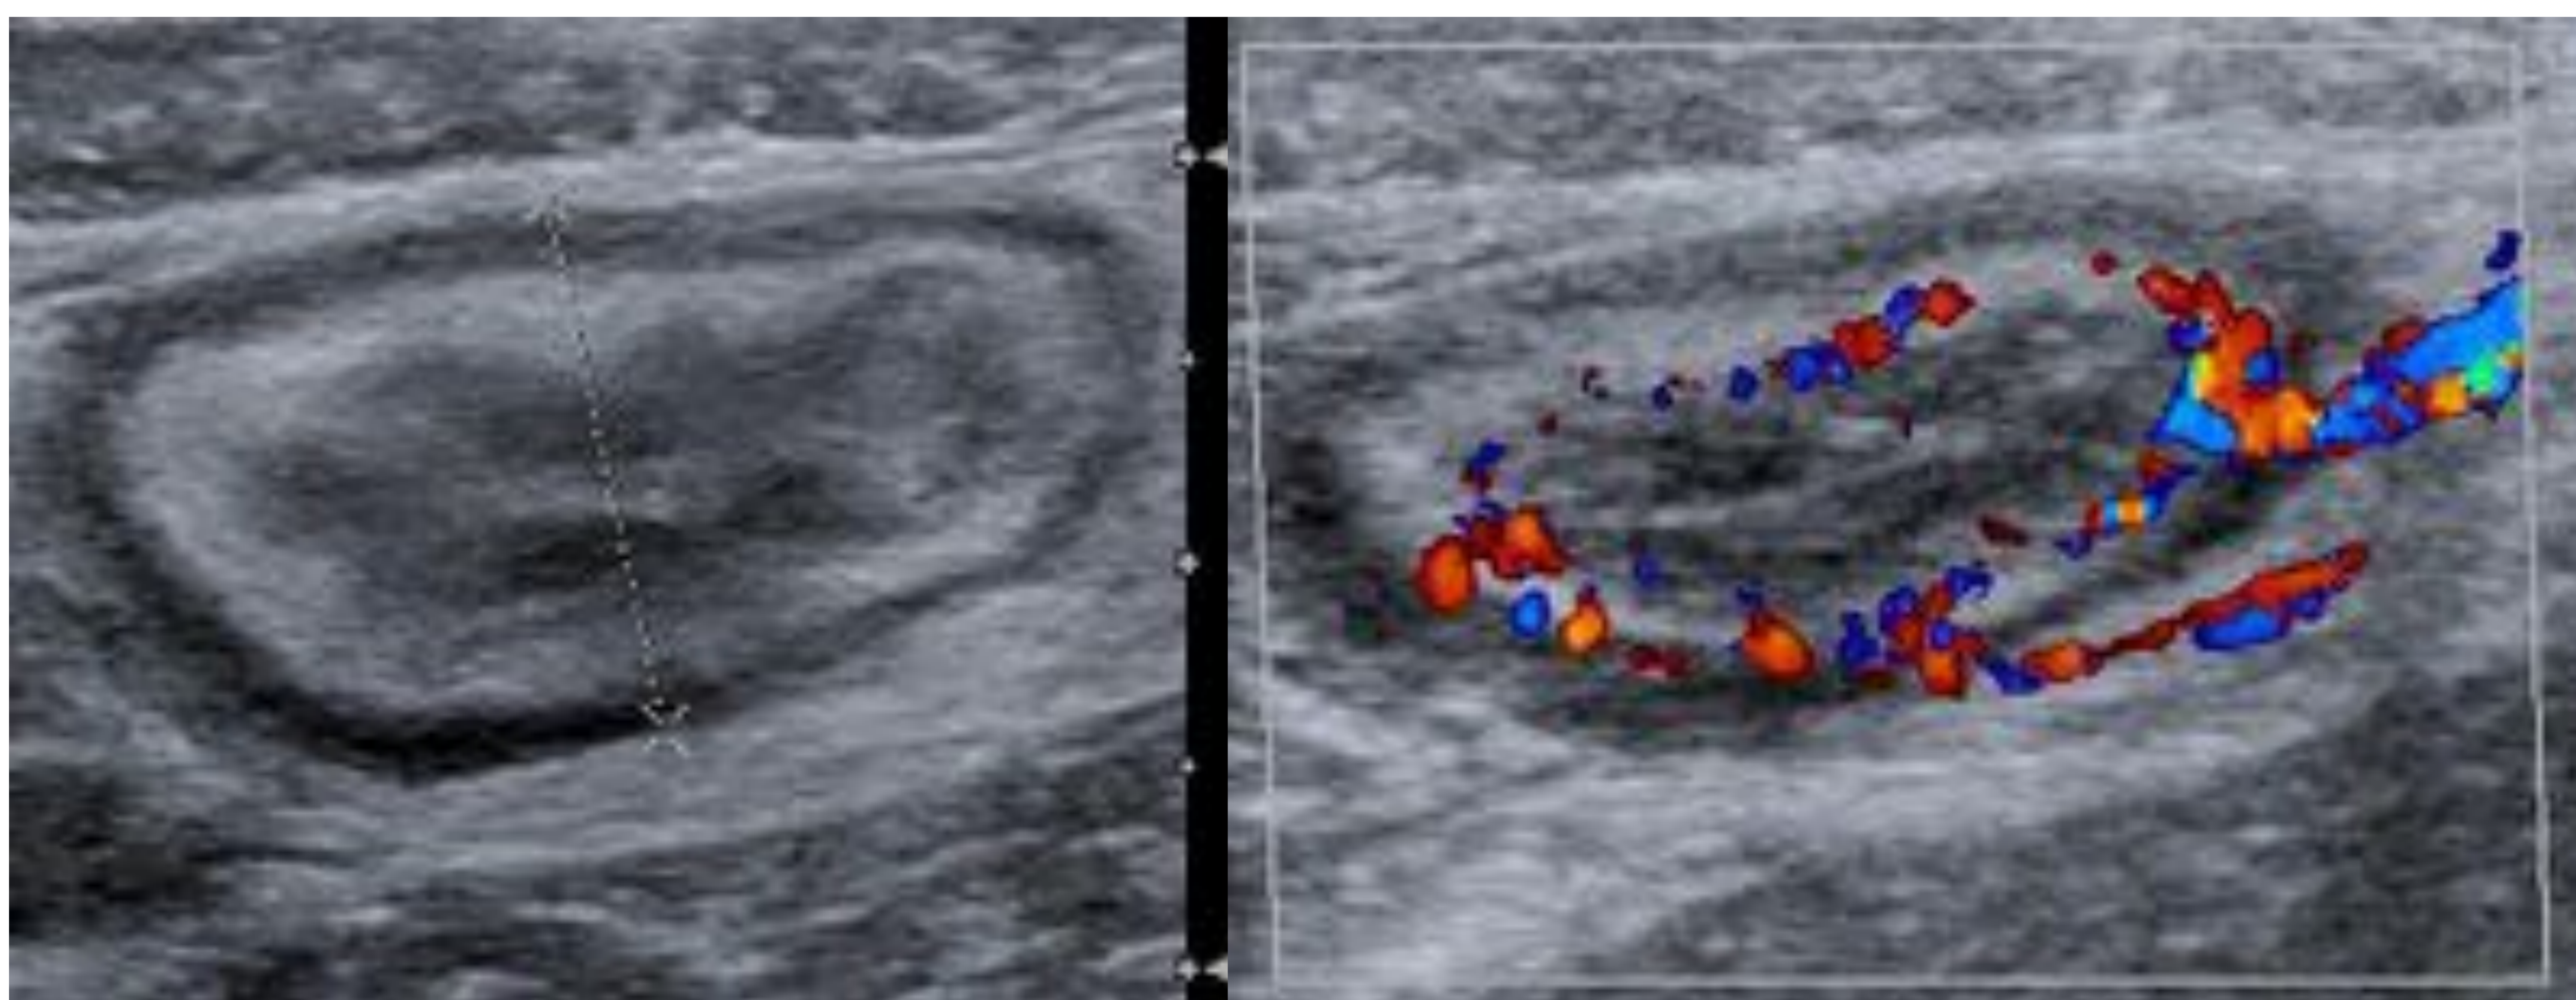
Dolor en fosa iliaca derecha. Se visualiza engrosamiento mural del íleon terminal con hiperecogenicidad de la grasa y aumento de vascularización en modo Doppler: ILEITIS TERMINAL
